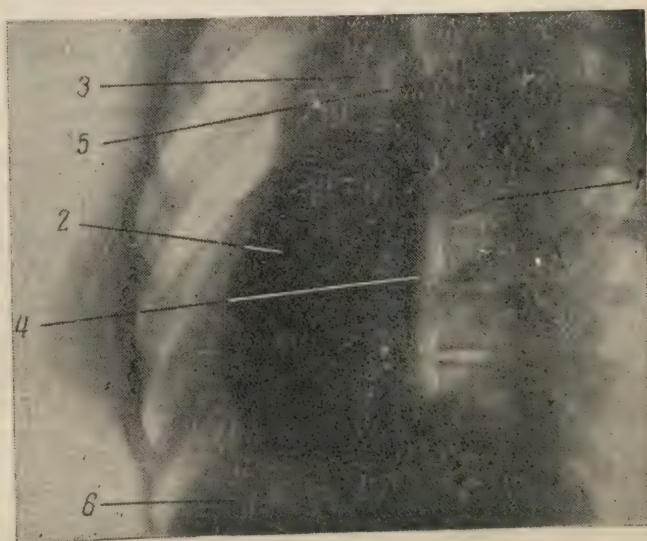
Рентгенограмма пищевода в боковой проекции.
